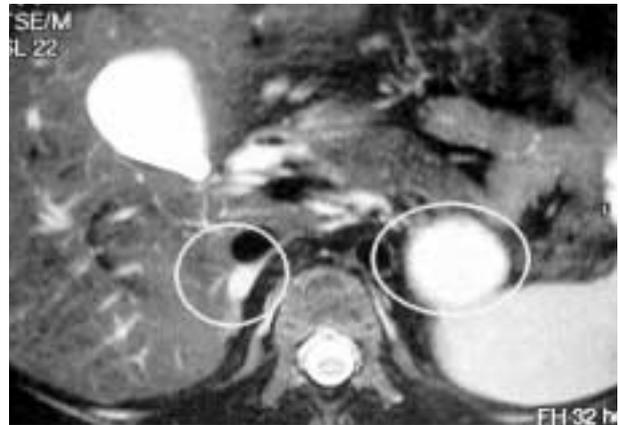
Imagen de TAC que muestra una masa suprarrenal izquierda, otra masa en suprarrenal derecha y adenopatías paraaórticas.
